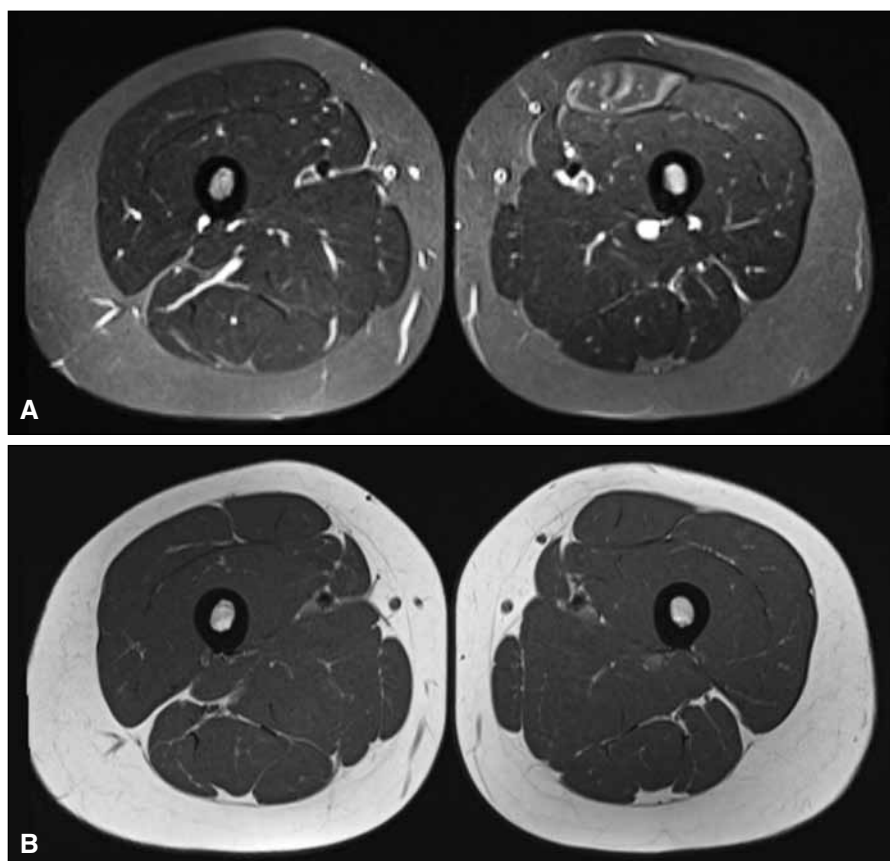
Resonancia magnética comparativa de ambos muslos.
